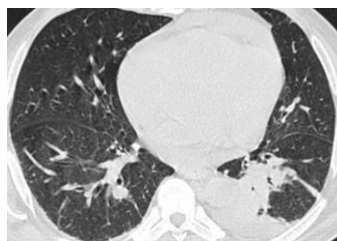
Tomografia de tórax demonstrando opacidade em lobo inferior esquerdo
